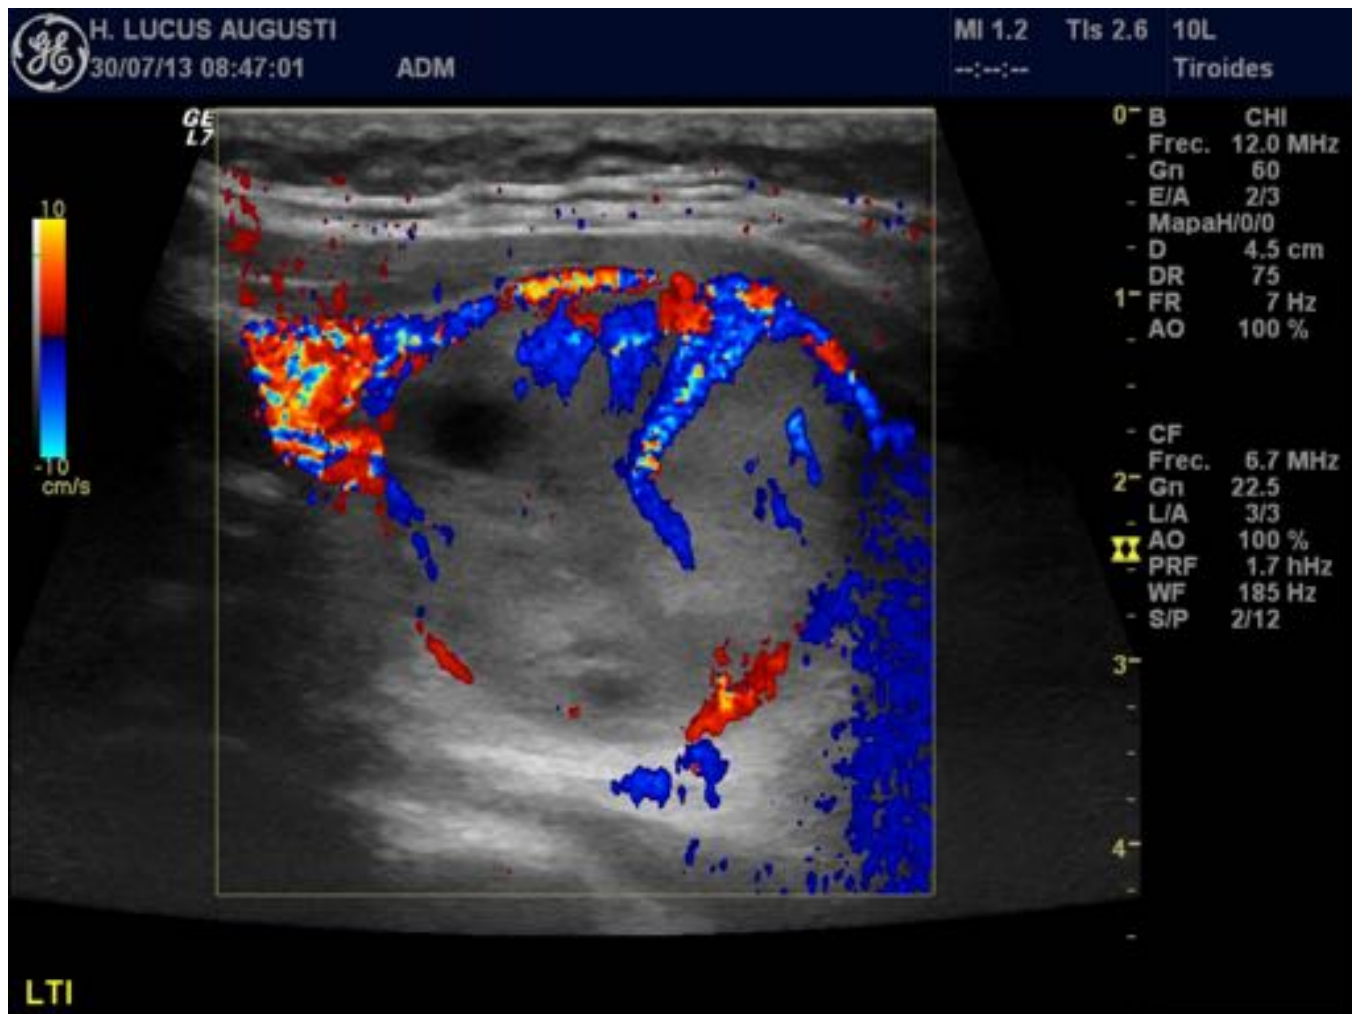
La función Doppler ha de ser tomada en cuenta como una de las principales herramientas que tenemos para el estudio de benignidad/malignidad de las lesiones tiroideas, y este paso nunca debe ser pasado por alto: el nódulo hipervascular se corresponde con un cáncer folicular de tiroides
